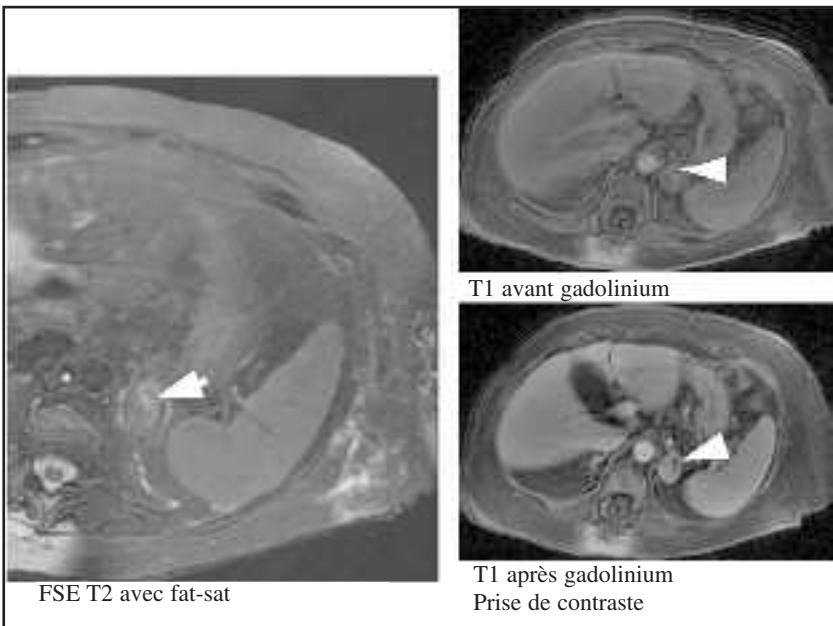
Hypercortisolisme ; IRM
